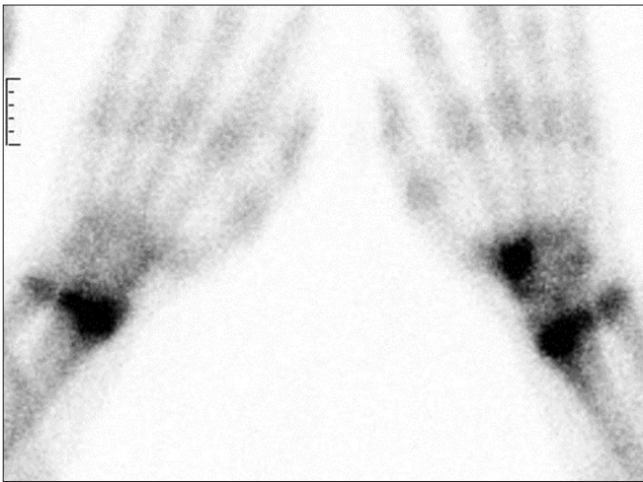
Technetium-99m bone scintigraphy demonstrated moderate uptake of right trapezoid bone.
